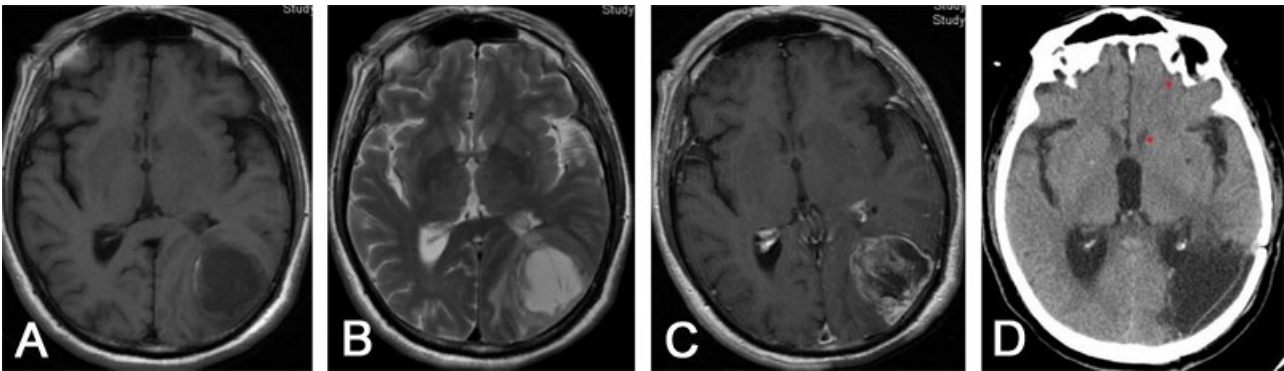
左侧枕叶小细胞神经内分泌癌术前 MRI 表现、术后头颅 CT 复查
